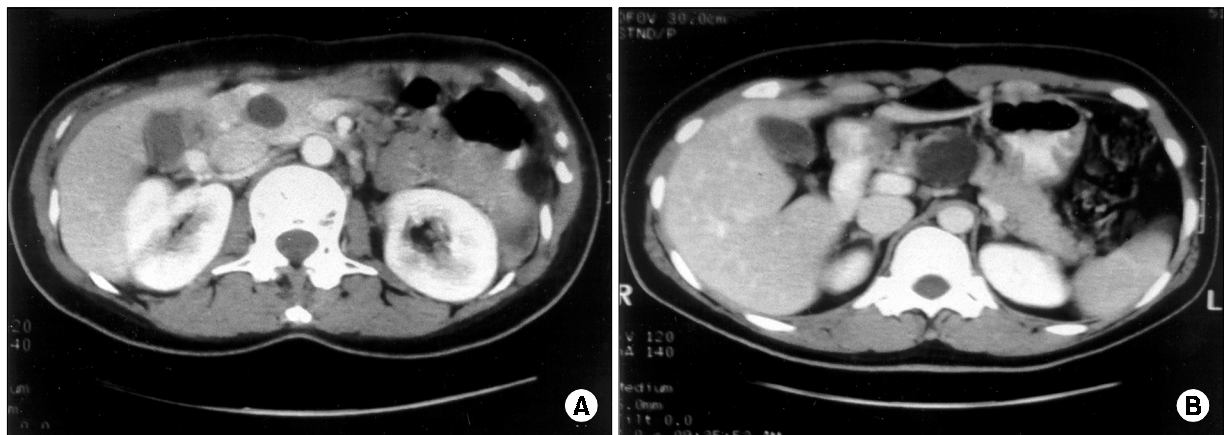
Preoperative CT scan of the pancreatic cyst. (A) mucinous cystadenoma at head of pancreas, (B) serous cystadenoma at neck of pancreas.
